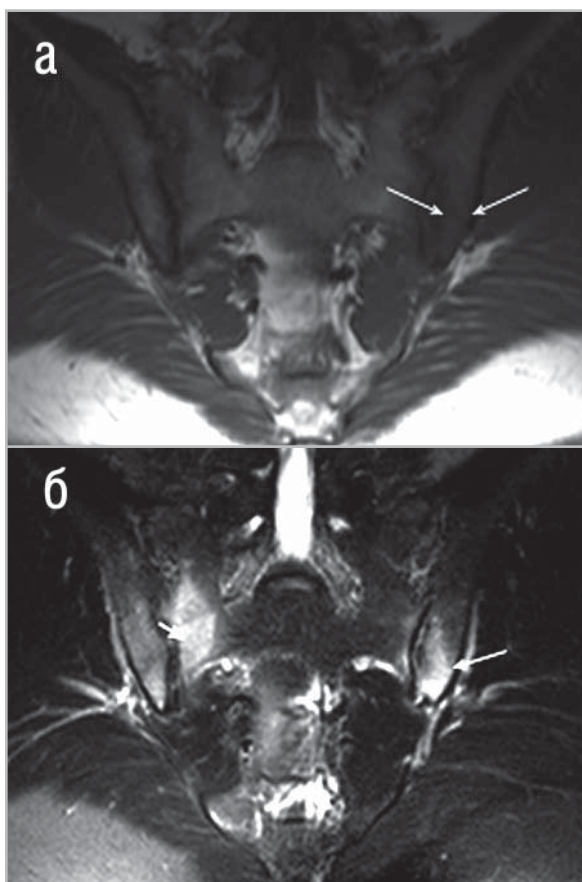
а, б. МР-томограммы в коронарной проекции больного М., 25 лет. Диагноз – анкилозирующий спондилит (длительность болей в позвоночнике 36 мес.). а – режим T1: в теле левой подвздошной кости выявляется зона пониженной интенсивности сигнала – подозрение на наличие отека костного мозга (стрелки); б – режим T2-FS: в теле левой подвздошной кости определяется зона отека костного мозга, совпадающая с зоной измененного сигнала в режиме T1 (длинная стрелка), кроме этого, большая зона отека костного мозга отмечается в правой боковой массе крестца, подозрения на которую в режиме T1 выявлено не было (короткая стрелка).
